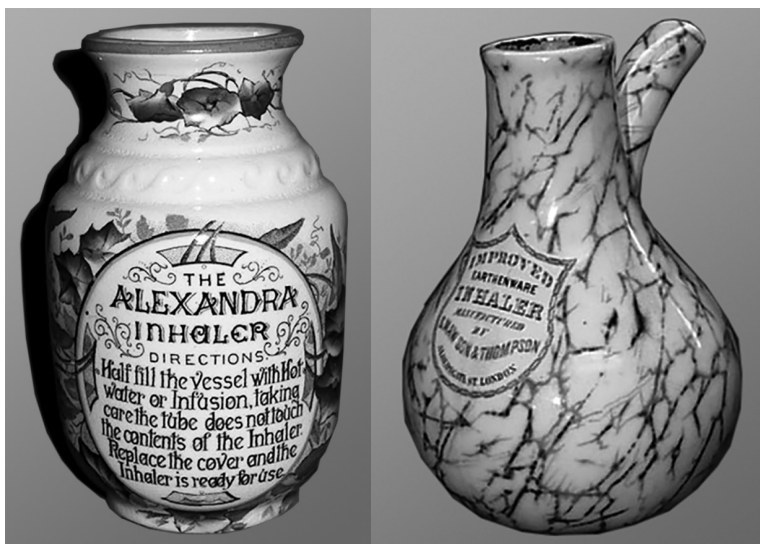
Примеры ингаляторов конца XIX в., изготовленных из обожженной глины, для ингаляций инфузий. Слева: ингалятор Alexandra, с вертикальным воздушным каналом в задней части, через который засасывался воздух. Справа: ингалятор Нельсона, с пробкой на трубочке, погруженной в жидкость
